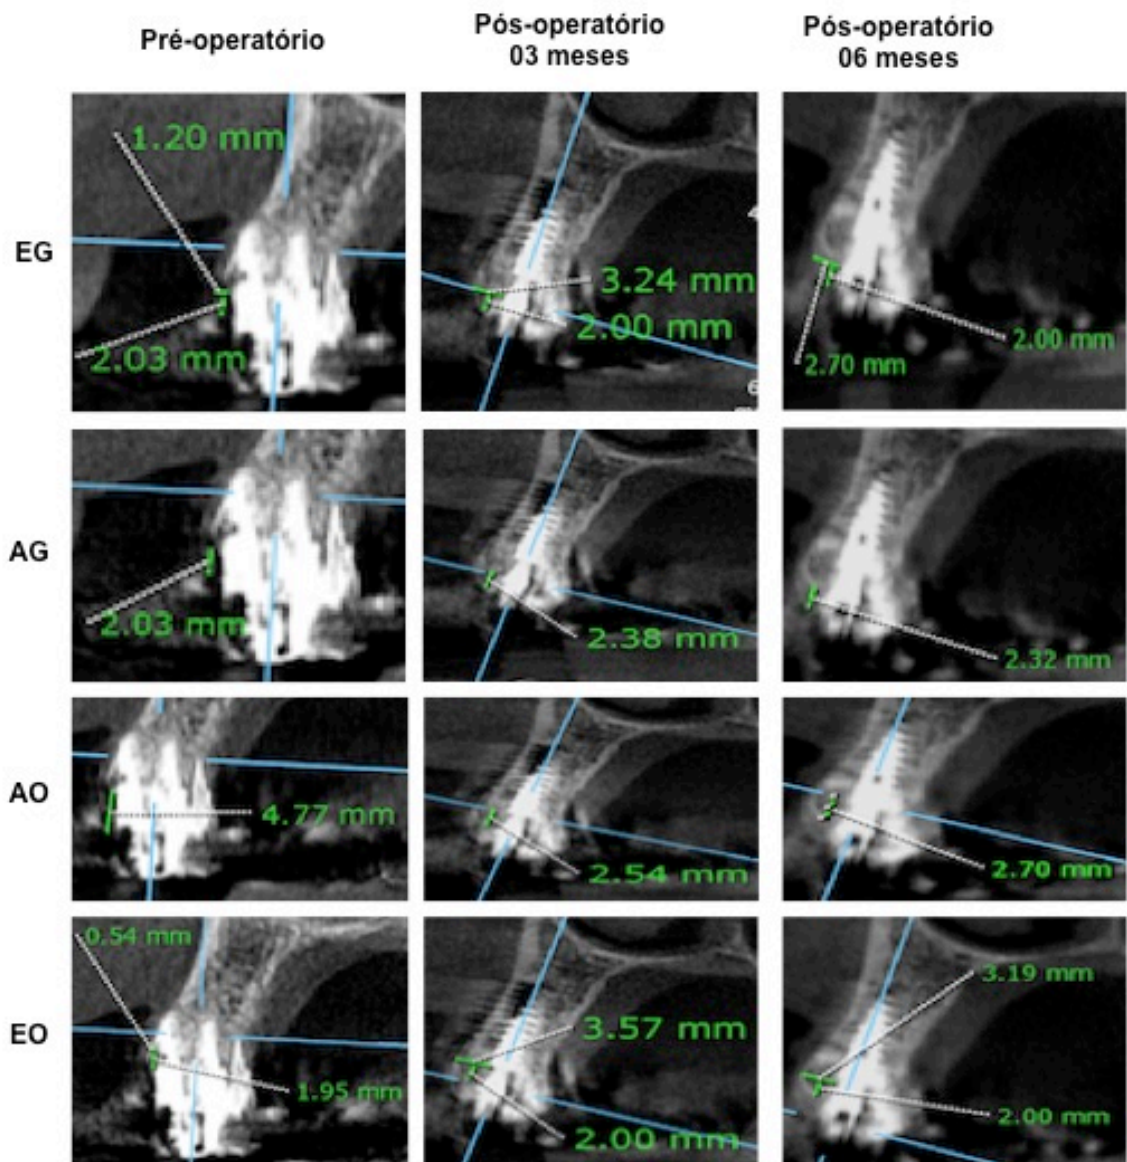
Paciente 5 - Medidas lineares pré e pós-operatórias obtidas pela tomografia computadorizada de feixe cônico utilizando afastador labial. EG: Espessura de tecido mole; AG: Distância entre margem gengival e a crista óssea vestibular; AO: Distância da crista óssea vestibular à coroa protética à plataforma do implante; EO: Espessura do osso vestibular.
